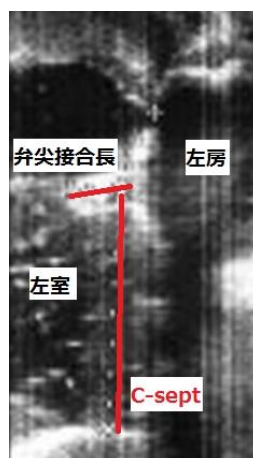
エコーでの弁尖接合距離、弁尖接合部—心室中隔 (C-sept) 部位
